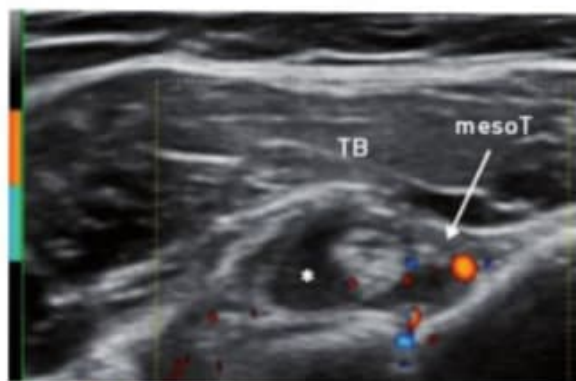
Imagen en corte transversal de la corredera bicipital donde se muestra el tendón del bíceps rodeado de líquido (*), con visualización del mesotendón (→) y captación con el Doppler color en la vaina sinovial.
